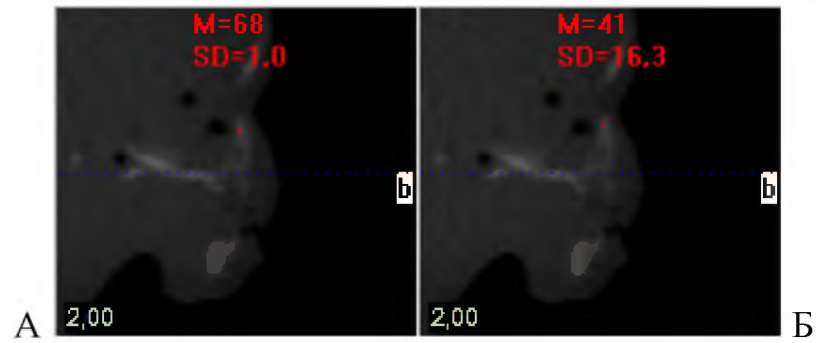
Щільність правої (А) і лівої (Б) носових кісток плода 200,0 мм ТПД. Томограма. Сагітальні зрізи
